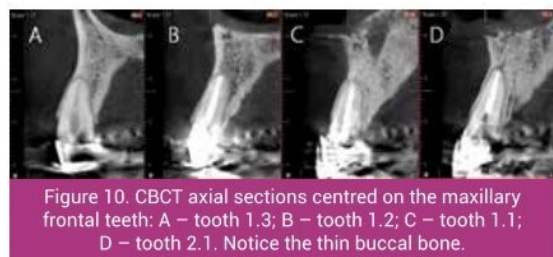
CBCT axial sections centred on the maxillary frontal teeth: A – tooth 1.3; B – tooth 1.2; C – tooth 1.1; D – tooth 2.1. Notice the thin buccal bone.
